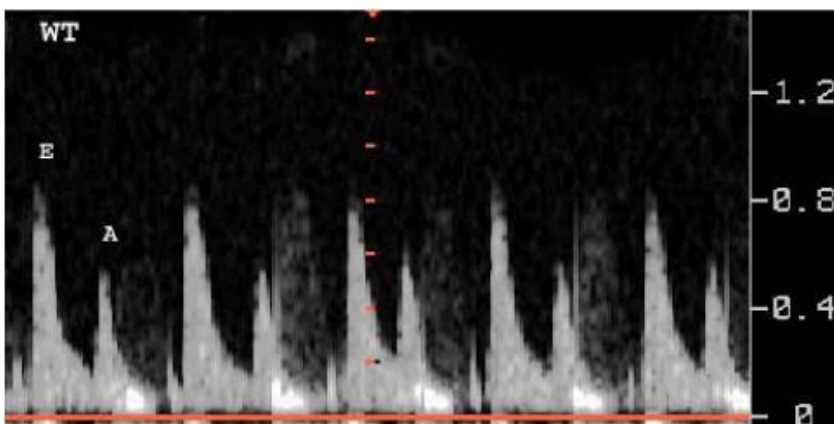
Darstellung der CW-Doppler-Spektralkurven auf Höhe der Mitralklappe bei einer WT-Maus.
